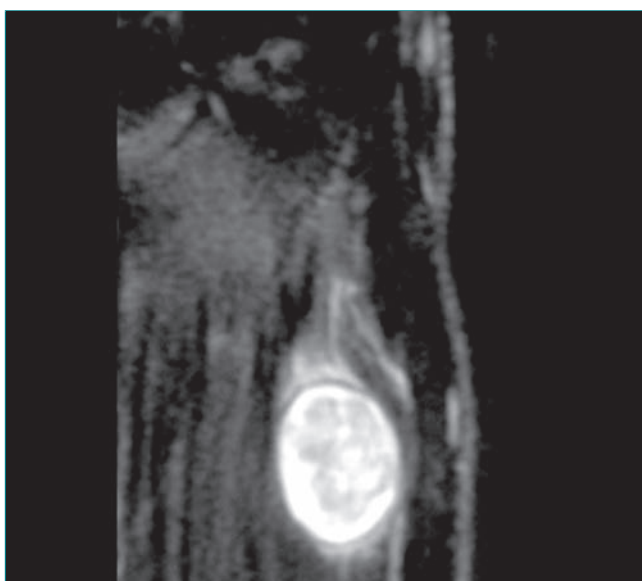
La RM frontal en T2 de la muñeca revela una masa de partes blandas ovalada y pequeña en continuidad con un nervio, compatible con un neurilemoma.
